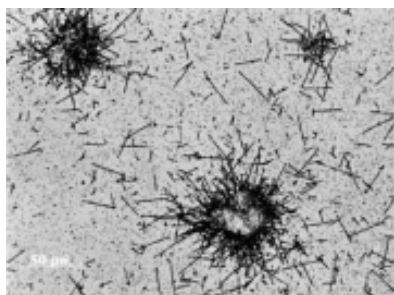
Закрепление Th-227-герцептина на клетках BT-474. Треки образованы отдельными α -частицами, испускаемыми ^{223}Ra и продуктами его распада, накопившимися на поверхности клеток.
